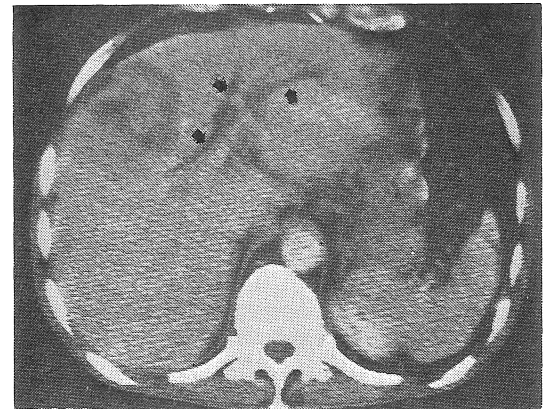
a. X線 CT(造影前), 症例③. 腫瘍は境界不鮮明な低吸収域として示された(矢印).
